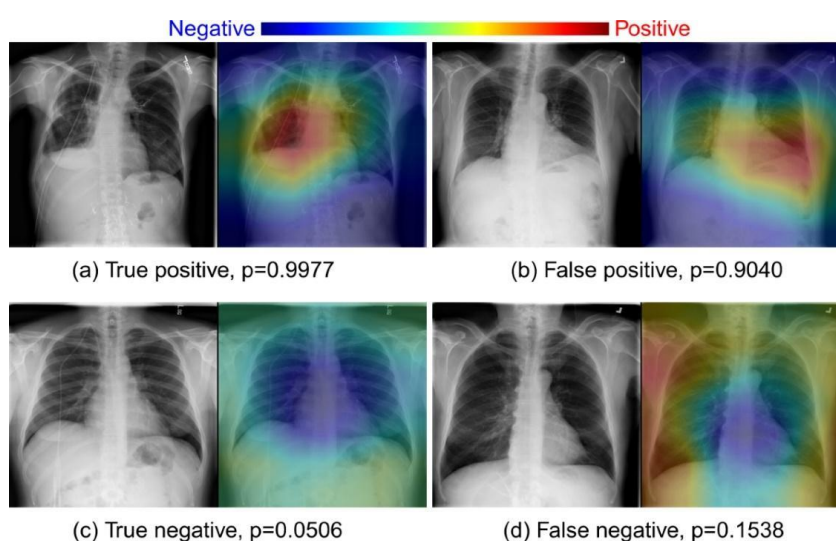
Приклад використання CNN для розпізнавання патологій на рентгенівських знімках
